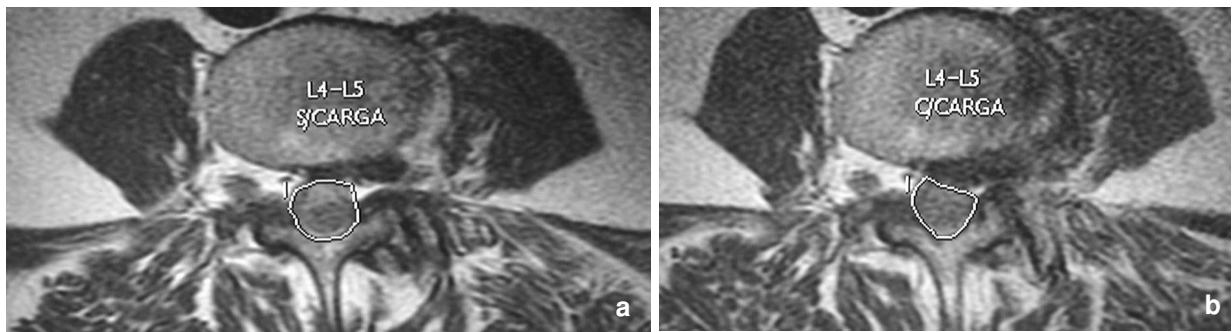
Hernie discale majorée par le système de compression axiale. a) coupe axiale en IRM en L4-L5 avant l'application de la charge montrant une hernie discale foraminale gauche. b) coupe axiale au même niveau après l'application de la charge montrant la majoration de la hernie, la compression de la racine L4 gauche et le refoulement du sac dural.
